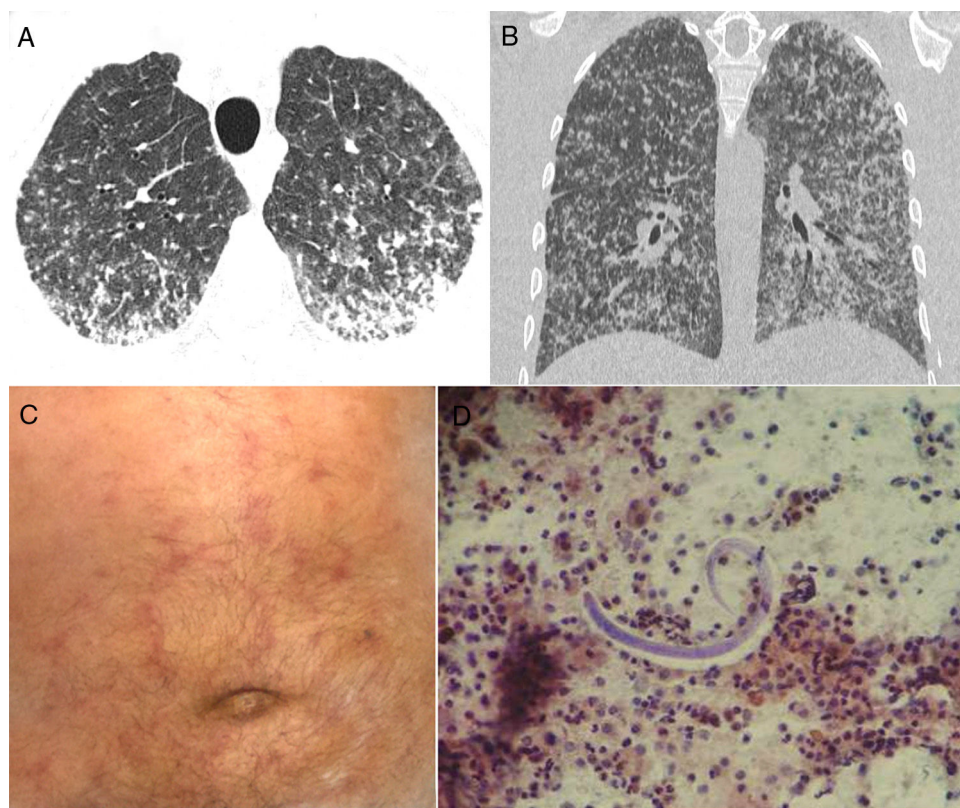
Las imágenes reformateadas de las secciones axial (A) y frontal (B) de la TAC muestran numerosos nódulos bilaterales pequeños con cierta confluencia en las regiones posterior e inferior de los pulmones. C) La exploración física del paciente mostró una erupción purpúrica serpiginosa en el abdomen. D) El lavado broncoalveolar reveló la presencia de larvas filiformes de *Strongyloides stercoralis*.
